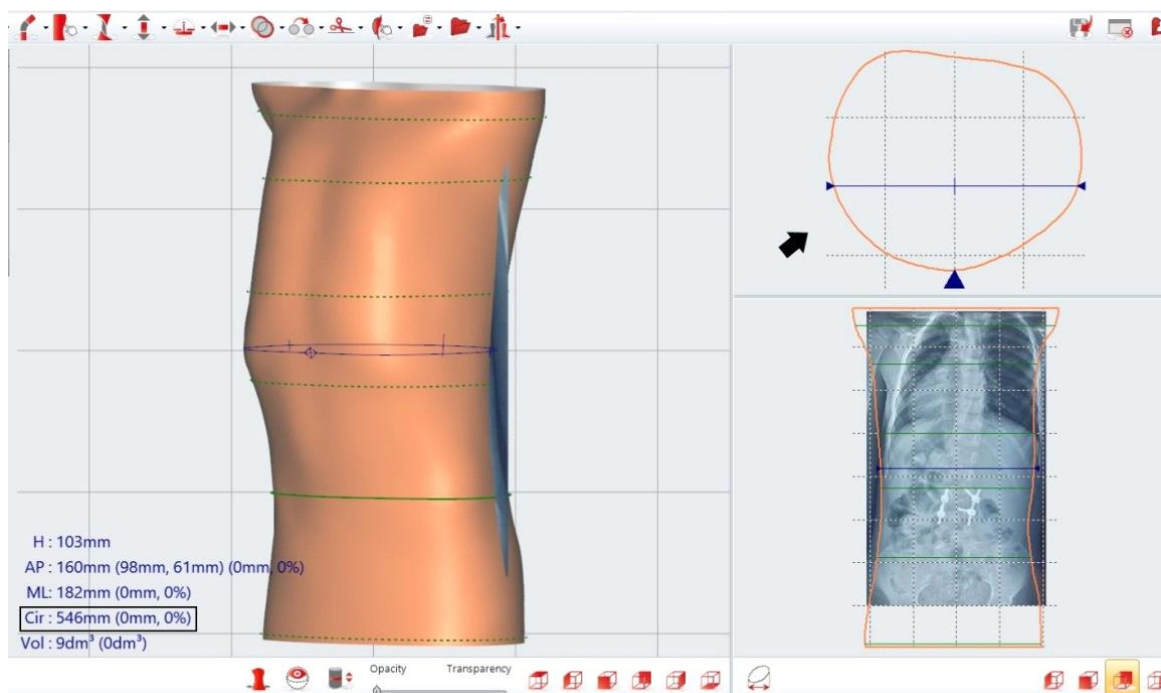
Общий вид окна программы Rodin4D: слева - 3D скан туловища пациента после операции экстирпации полупозвонка в поясничном отделе позвоночника; справа вверху – горизонтальный срез виртуального туловища; справа внизу – виртуальное туловище, совмещенное с рентгенограммой позвоночника; слева в углу – антропометрические данные туловища, в выделенном квадрате - данные окружности горизонтального среза.
